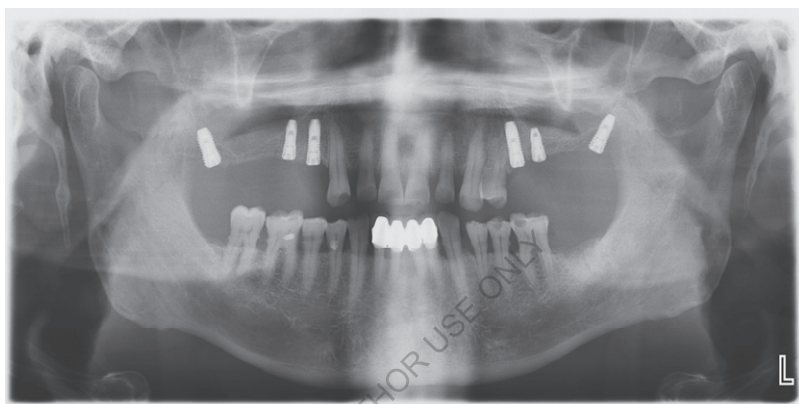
Ортопантомограмма больного X., 64-х лет, история болезни № 610. Диагноз: Хронический генерализованный пародонтит I—II степени тяжести. Состояние через 3 месяца после имплантации. Отчетливо определяются остеоинтегрированные импланты, а явления остеопороза отсутствуют. Альвеолярные перегородки приобрели четкость.
